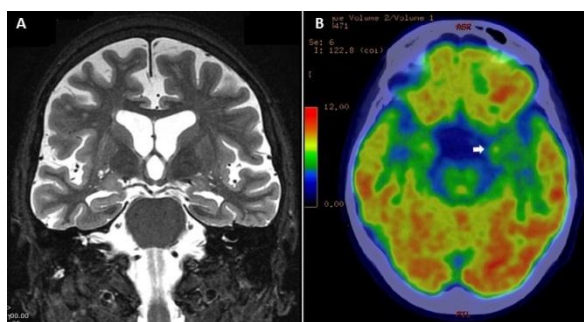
Paciente de 61 anos com déficit de memória progressivo. A) RNM de encéfalo coronal em T2 evidencia atrofia hipocampal moderada; B) FDG-PET axial demonstra hipometabolismo temporal mesial (seta), consistente com DA inicial. (Imagem cedida pelo InsCer – Instituto do Cérebro do Rio Grande do Sul)
